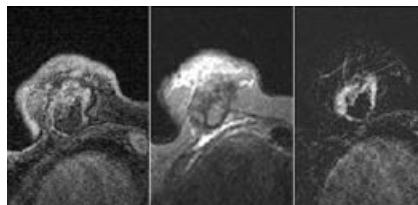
МРТ молочной железы. Жировой некроз молочной железы. Атлас Морриса и Либермана [44].
